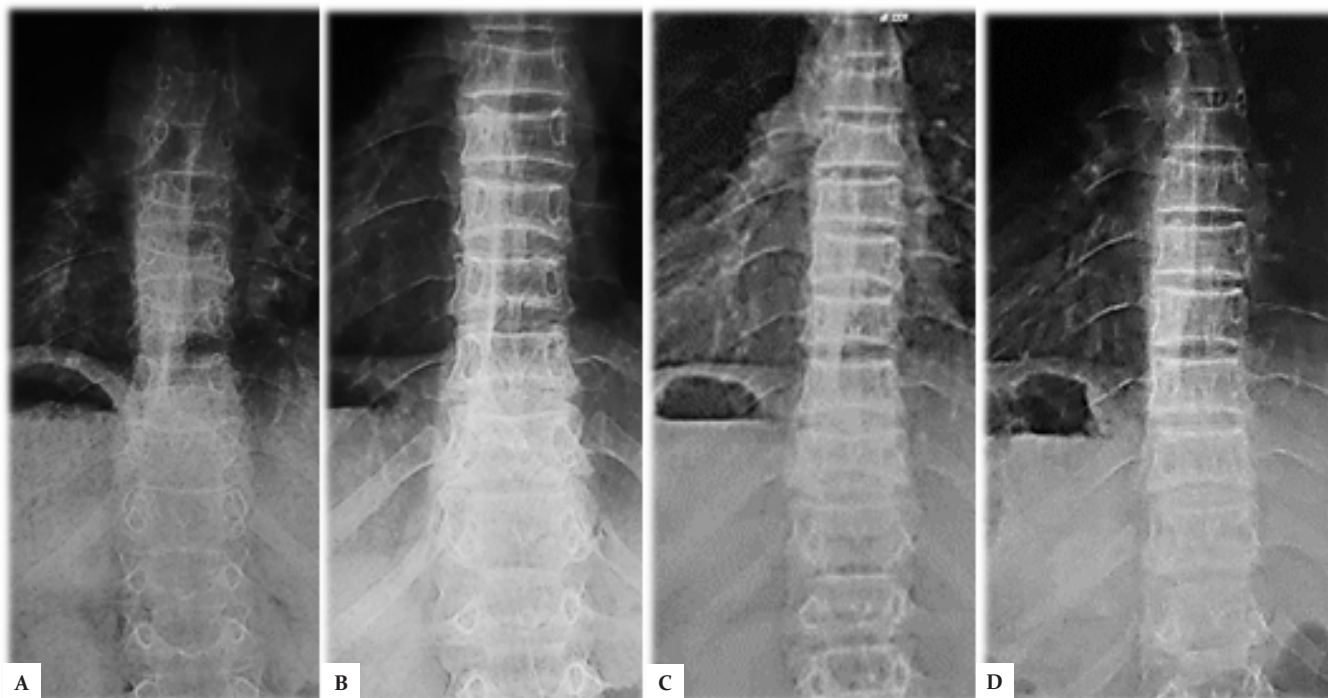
Radiografías AP de columna torácolumbar; A. Vértebras con deformidad bicóncava al inicio; B. 2 años de tratamiento; C. 3 años; D. 4 años con mejoría de la morfología vertebral.
